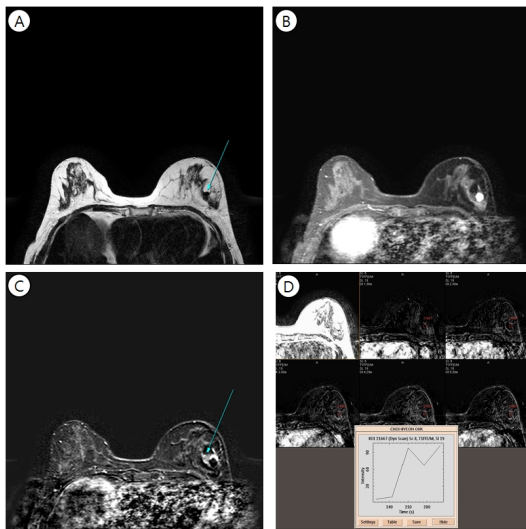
Magnetic resonance image in a 51-year-old woman show about 1.3 cm sized well defined oval shaped T2 low signal intensity mass in left breast lateral aspect. This mass shows partly rapid enhancement and delayed wash out on dynamic Gd-enhanced scans. An about 1.5 cm sized oval high signal intensity lesion on T1WI and T2WI is seen adjacent the mass, suggesting hematoma d/t previous core needle biopsy.
